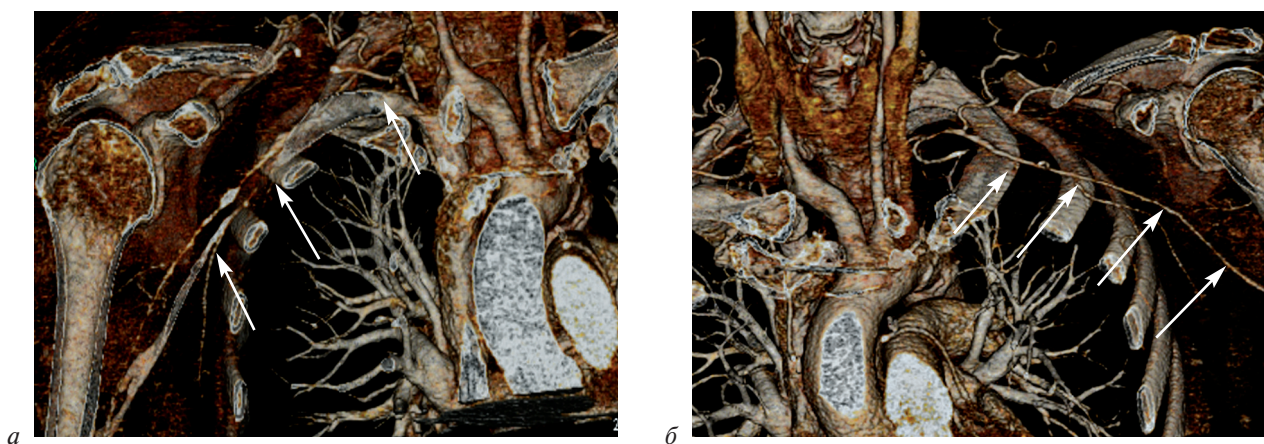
Компьютерные томографические ангиограммы подключичных артерий:
